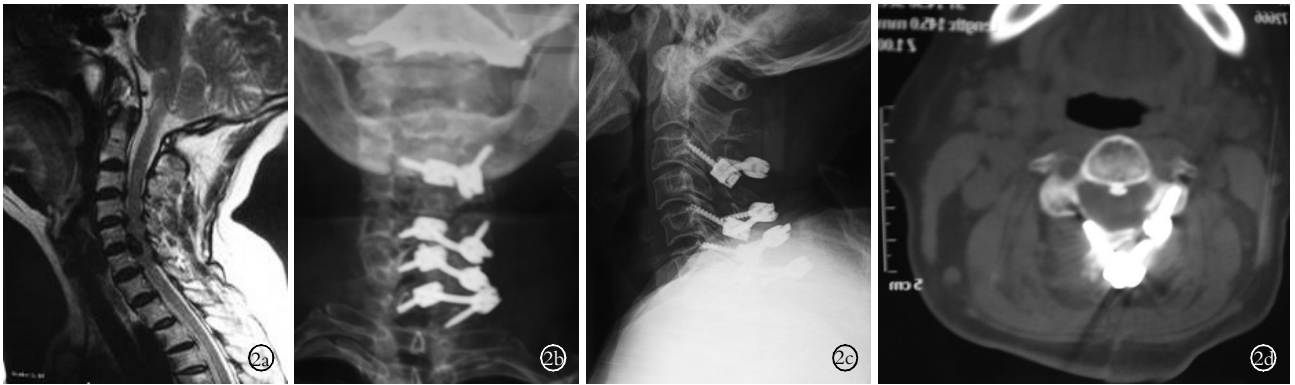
男性患者, 67 岁, 颈椎后纵韧带骨化症 2a. 术前 MR 示 C₃-C₇ 后纵韧带骨化, 椎管狭窄, 硬膜囊明显受压 2b, 2c. 术后 6 个月, 颈椎正侧位 X 线片示下颈椎棘突椎板螺钉加侧块螺钉钉棒系统位置良好 2d. 术后 6 个月, 颈椎 CT 示椎管扩大, 脊髓膨隆良好
